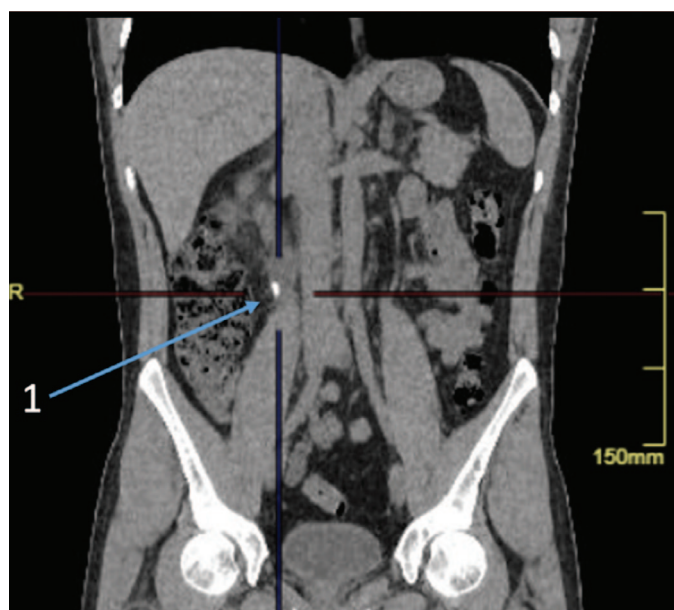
МСКТ мочеполовой системы пациента до оперативного лечения: 1 – конкремент верхней трети правого мочеточника
